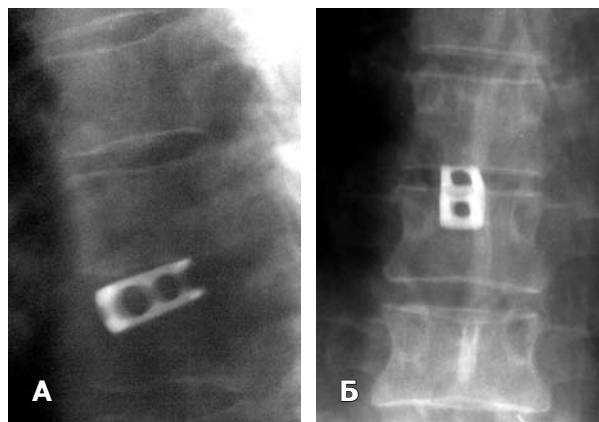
Контрольная рентгенография грудного отдела позвоночника. Удовлетворительное положение кейджа. А — прямая, Б — боковая проекция.
